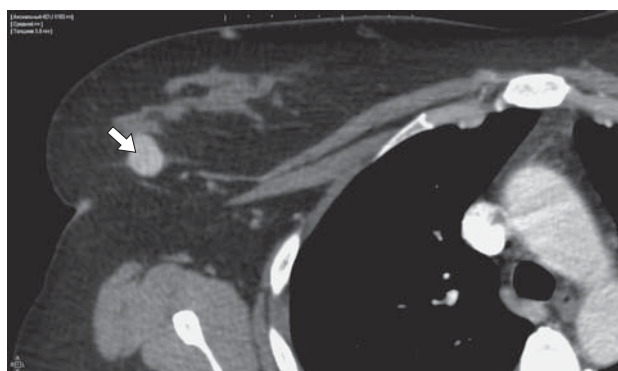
Постконтрастная аксиальная компьютерная томограмма, выполненная на уровне среднего этажа грудной полости, в артериальную фазу (опухолевое образование в верхненаружном квадранте правой молочной железы указано стрелкой).
